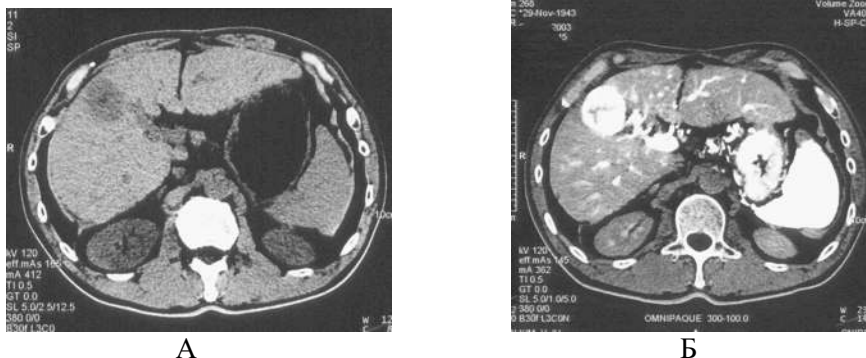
А,Б.. Компьютерные томограммы больной с метастазами рака молочной железы в печень до (А) и через 1 мес после МХЭПА (Б).
